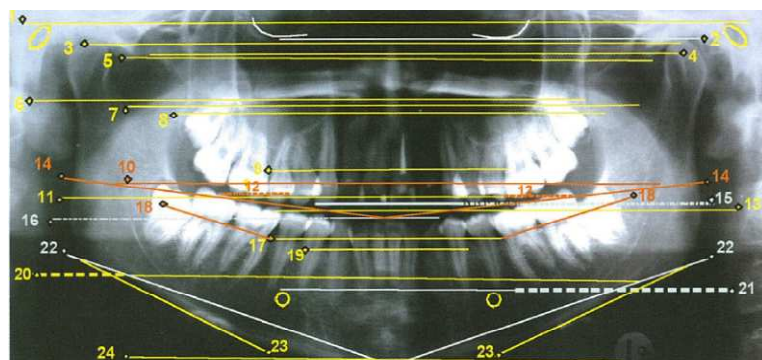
Trazado de planos horizontales del programa de cefalometría para radiografías panorámicas del Dr Tatis. Tatis D. Análisis cefalométrico para las radiografías panorámicas.
